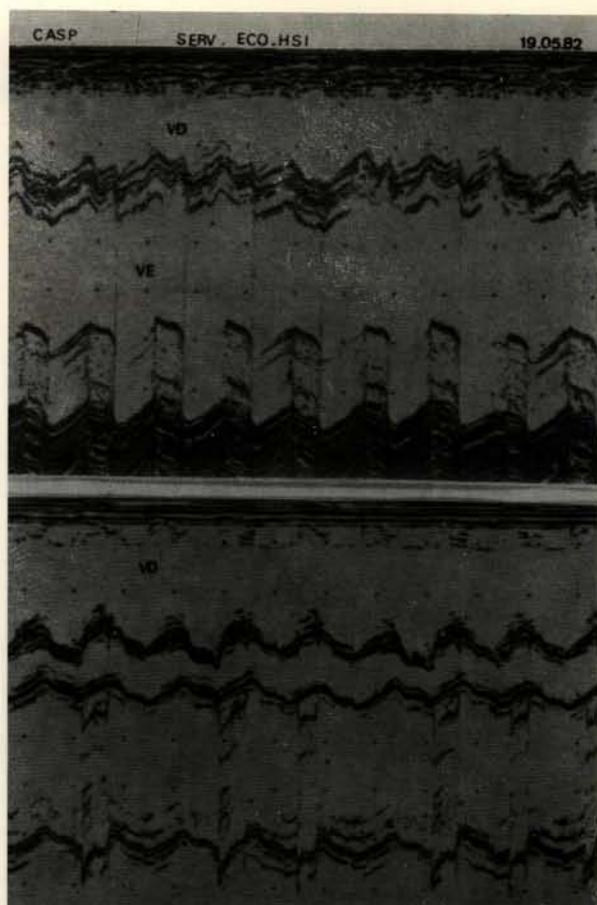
Paciente C. A. S. P., 14 anos, com prótese de Starr em posição aórtica e prótese de disco em posição mitral. Apresentou, na evolução, disfunção da prótese de Starr. Ecocardiograma mostrando acima a cavidade ventricular com a excursão do disco e, abaixo, a excursão da bola de maneira irregular, qualificando a dissociação eletromecânica.
